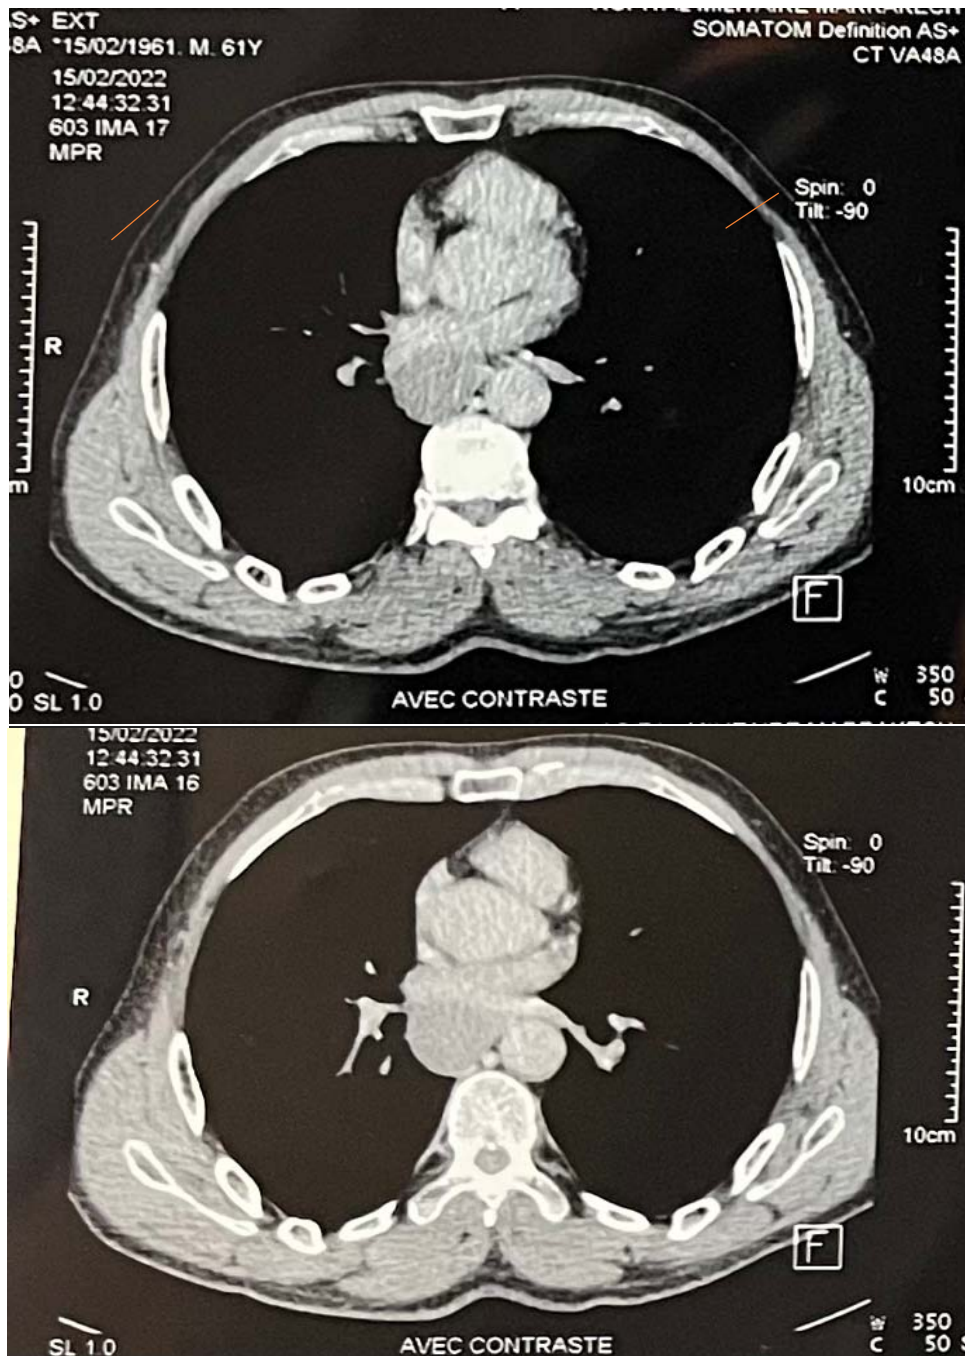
Coupes d'une TDM thoracique objectivant une formation kystique à l'étage postérieur et inférieur du médiastin
